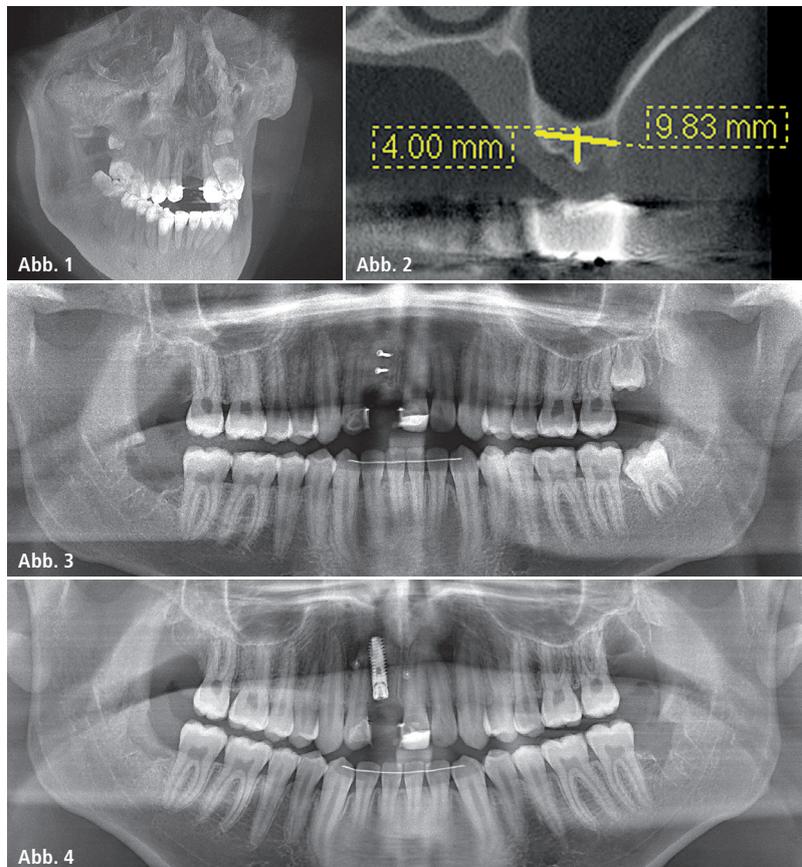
Röntgenologischer Ausgangsbefund. – Abb. 2: Die Detailaufnahme verdeutlicht den Verlust der bukkalen Knochenlamelle. – Abb. 3: Röntgenologischer Befund nach Knochenblockaugmentat. – Abb. 4: Röntgenkontrollaufnahme nach Insertion des Xive S Implantats.
